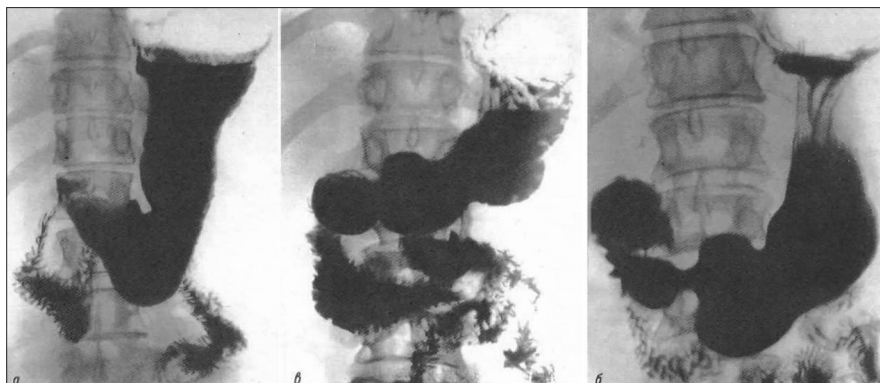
Различия в форме желудка (рентгенограммы):
